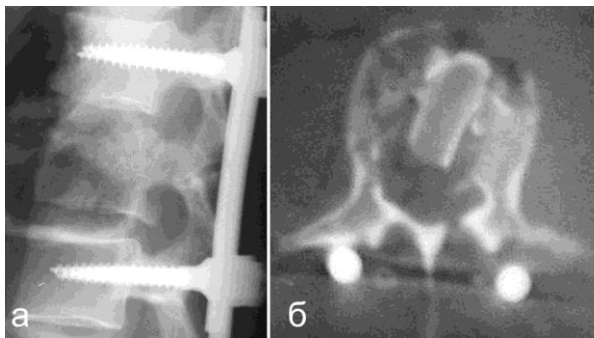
Профильная спондилограмма (а) и компьютерная томограмма (б) после резекции тела L_I позвонка, открытой декомпрессии дурального мешка и межтелового спондилодеза L_I-L_{II} позвонков аутокостью
